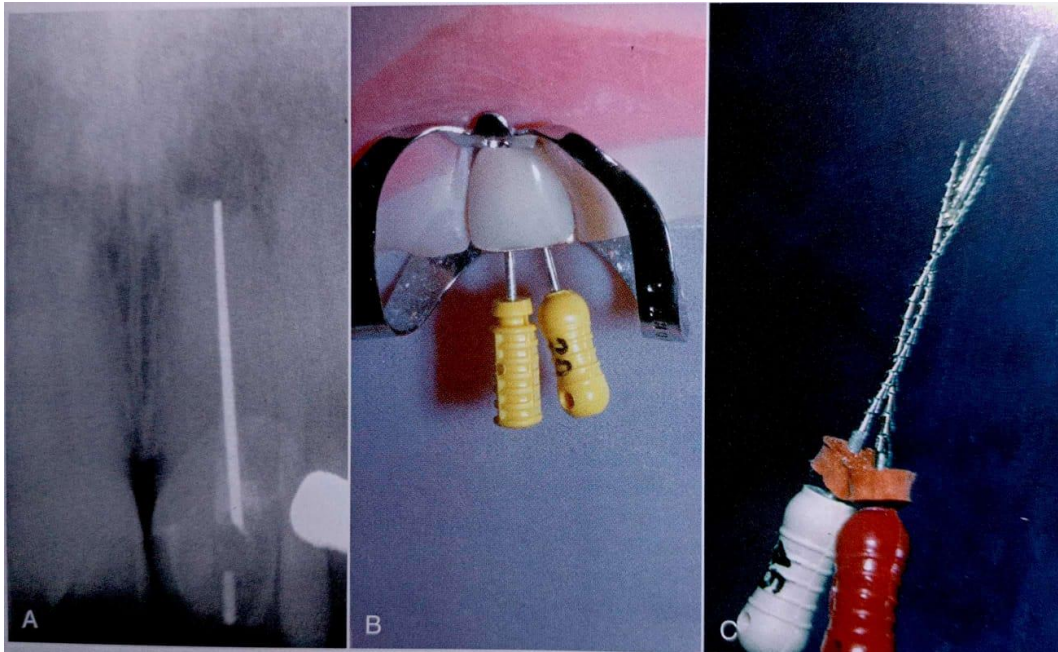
(A) Radiografía periapical de un tratamiento de conductos radiculares deficiente con un cono de plata fallido y obstruyendo el retratamiento. (B) Utilización de la técnica de limas trenzadas (limas Hedström) para recuperar el obstáculo. (C) Cono de plata entrelazado en las limas Hedström. ²³
